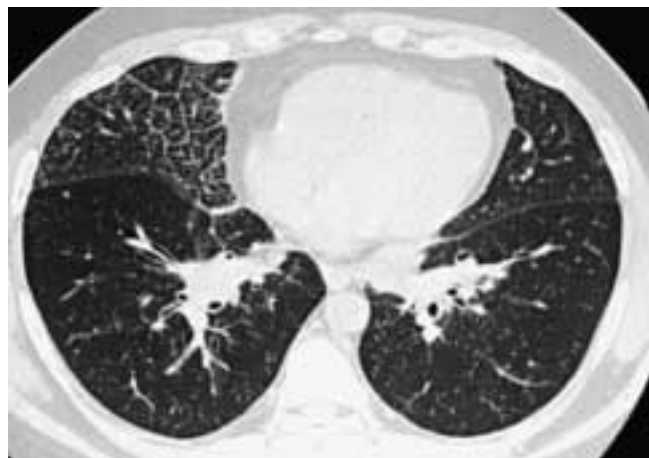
Linfangite carcinomatosa in paziente affetto da emopatia maligna. La scansione TCAR mostra ispessimento dei setti interlobulari associato alla presenza di piccolissimi noduli lungo i setti ispessiti (aspetto a “corona di rosario” o “beaded septa sign”), con interessamento prevalente del lobo medio ed ispessimento dell'interstizio peribroncovasale. *Lymphangitic carcinomatosis in a patient with malignant hemopathy. HRCT scan shows thickening of the interlobular septa associated with the presence of minute nodules along the thickened septa (beaded septa sign), with prevalent involvement of the middle lobe and thickening of the peribronchovascular interstitium.*
